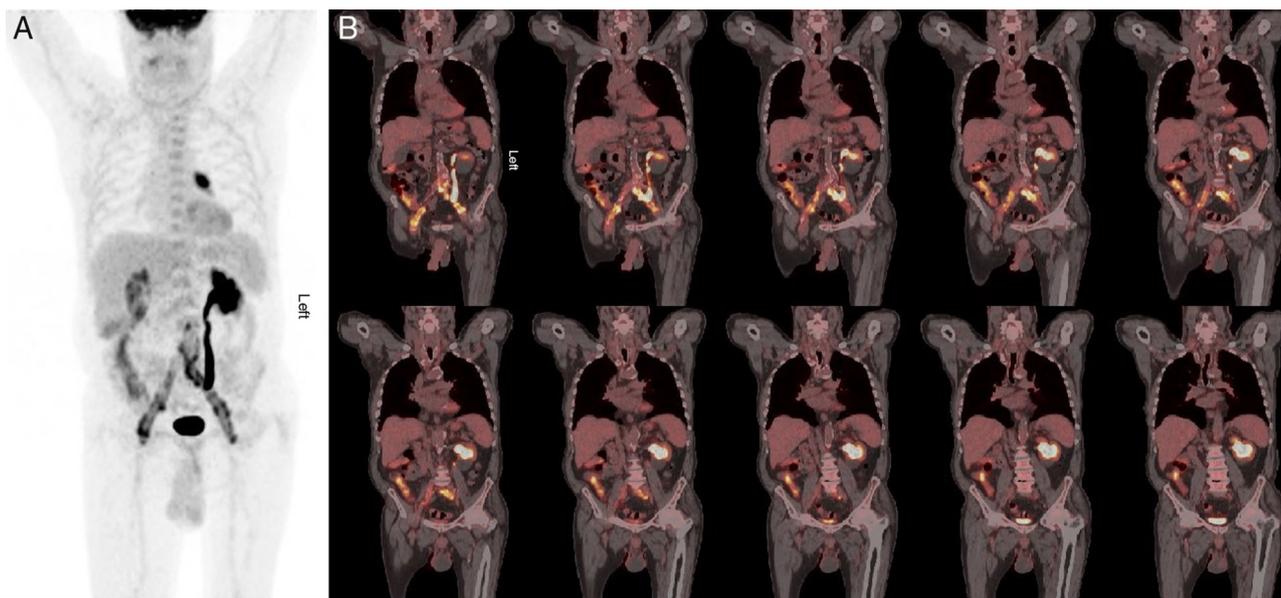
MIP del estudio ^{18}F -FDG PET (A) y cortes coronales de la fusión de la PET/TC (B), donde se observa un aumento patológico de la captación del trazador de elevada intensidad con distribución generalizada y heterogénea en la localización anatómica de la bifurcación aórtica y las nuevas ilíacas que afecta a sus paredes alcanzando un SUV máximo de 10,8, compatible con la sospecha clínica de infección. Se visualiza además una retención del radiofármaco en sistema pielocalicial y tercio proximal y medio del uréter izquierdo, con stop en su tercio distal por compresión extrínseca por el edema de la grasa perivascular. Además, como hallazgo incidental, se evidencia una lesión hipermetabólica parahiliar izquierda de $1,8 \times 1,6$ cm y un SUV máximo de 14,2, compatible con tumor primario de pulmón.
